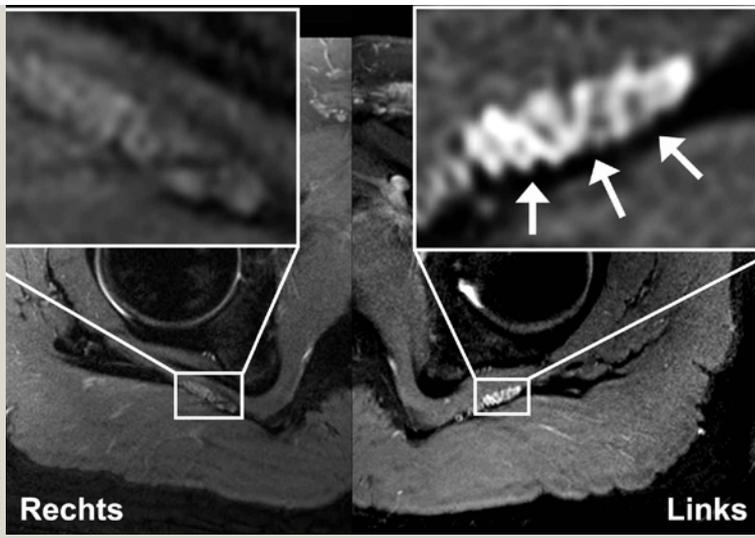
Hochauflösende MR-Neurografie am Übergang des Plexus lumbosacralis in pelviner zum N. ischiadicus in glutealer Etage. In diesem Fall eines jungen Patienten bestanden starke Ischialgien mit glutealem Triggerpunkt auf der linken Seite. Klinisch und elektrophysiologisch und konventionell-radiologisch in MRT-Aufnahmen der LWS und des Beckens konnte kein Befund erhoben werden, der die Verdachtsdiagnose eines Piriformissyndroms spezifisch bestätigen konnte. Im rechten Teil dieser Abbildung ist der linksseitige N. ischiadicus mit seinen Faszikeln im vergrößerten Ausschnitt gezeigt und der asymptomatischen rechten Seite gegenübergestellt (links im Bild). Es zeigt sich eine fokale, eindeutige T2-Signalalteration der Ischiadikusfaszikel genau am Durchtritt durch das Foramen infrapiriforme, sodass in diesem Fall die schwierig zu objektivierende Verdachtsdiagnose eines Piriformis-Syndroms mithilfe der Bildgebung spezifisch gestellt werden konnte.
